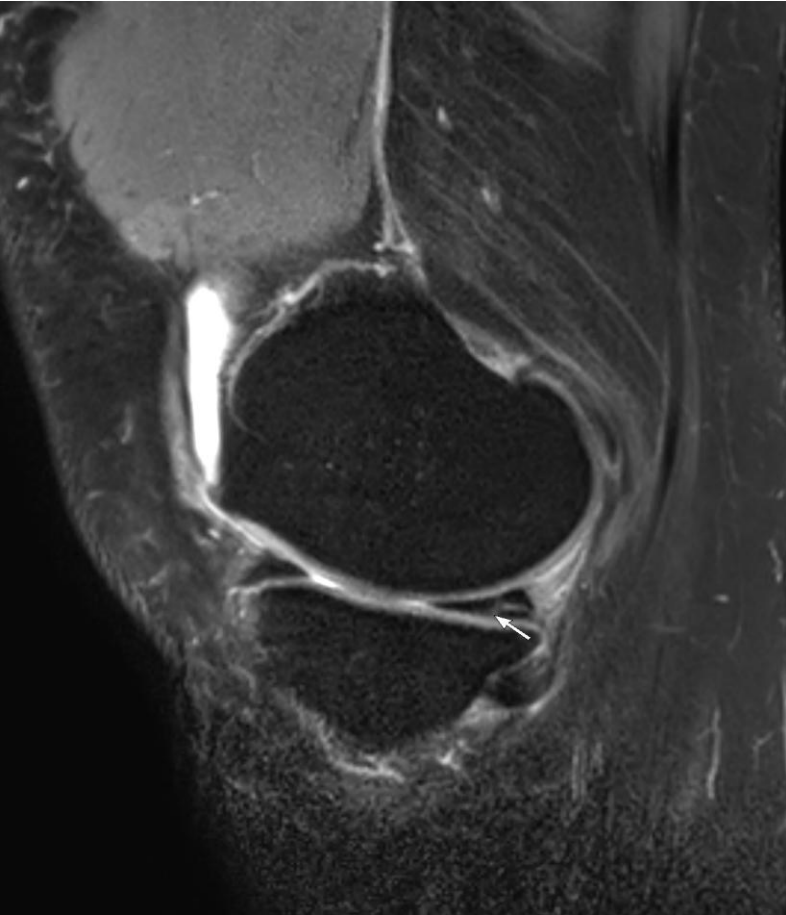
RM de rodilla sagital en secuencia T2. Rotura vertical longitudinal del cuerno posterior de menisco medial extendido a raíz posterior. Lesión de la RAMPA meniscal tipo 3. (flecha).
